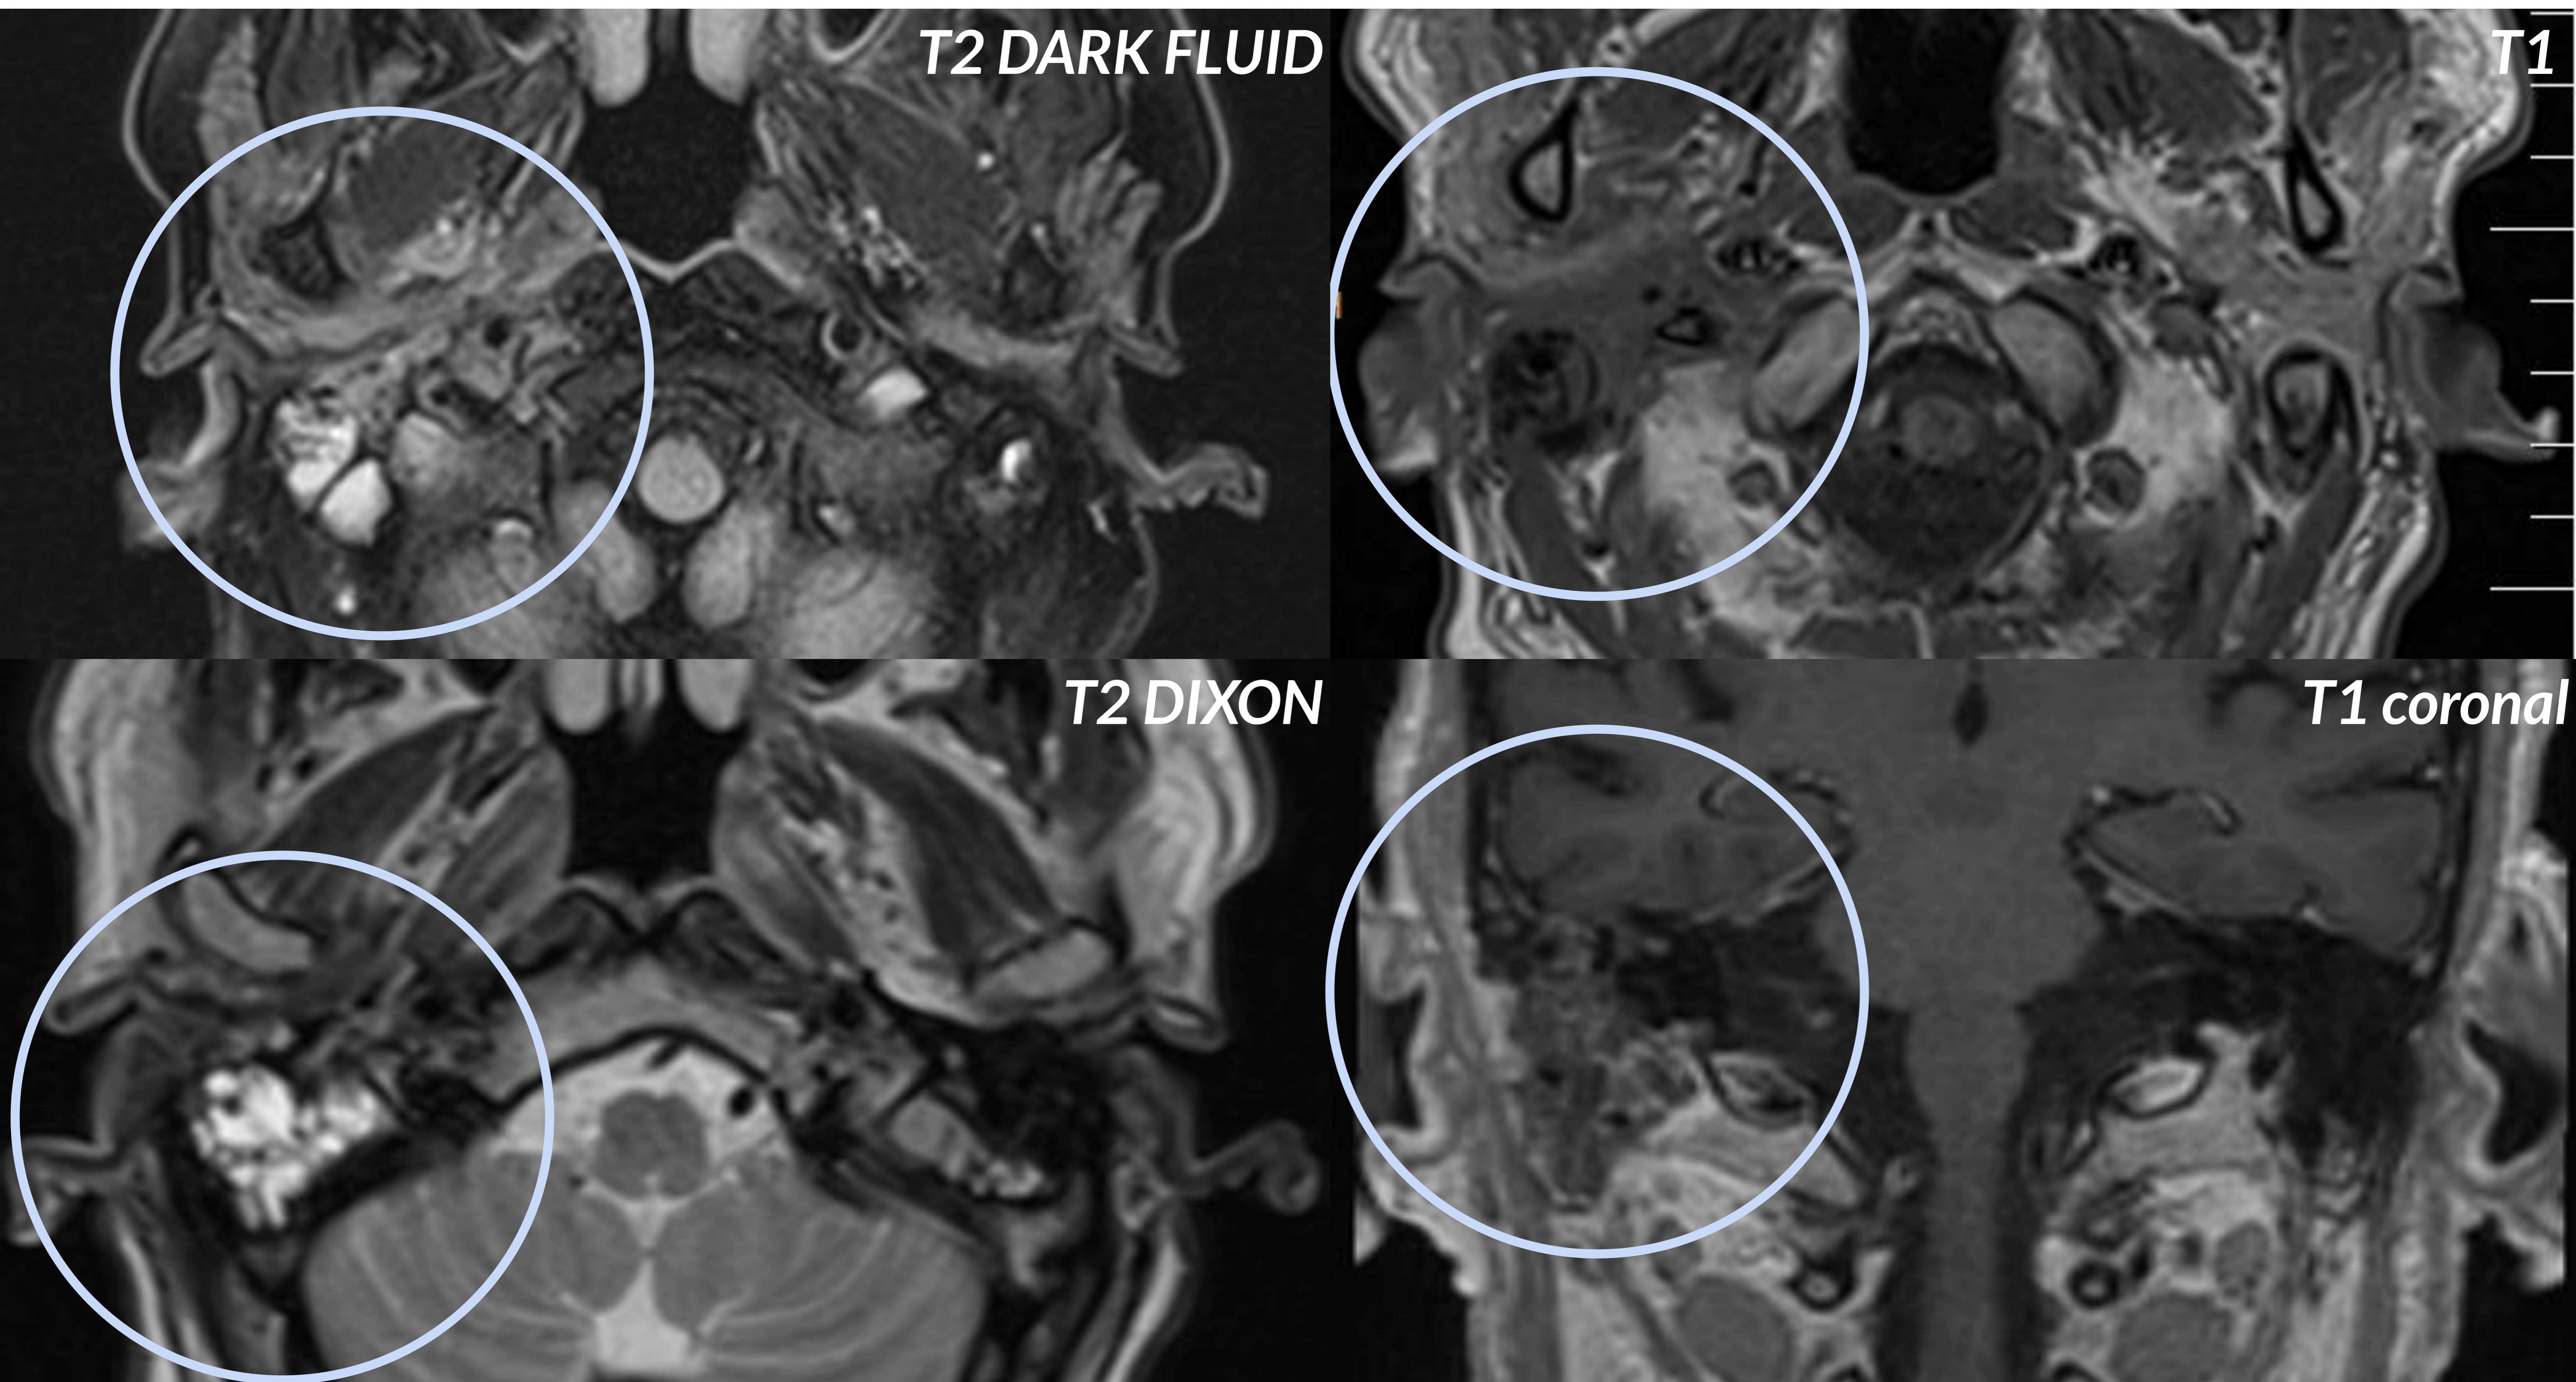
RM de CAIs, cortes axiales y corte coronal.
